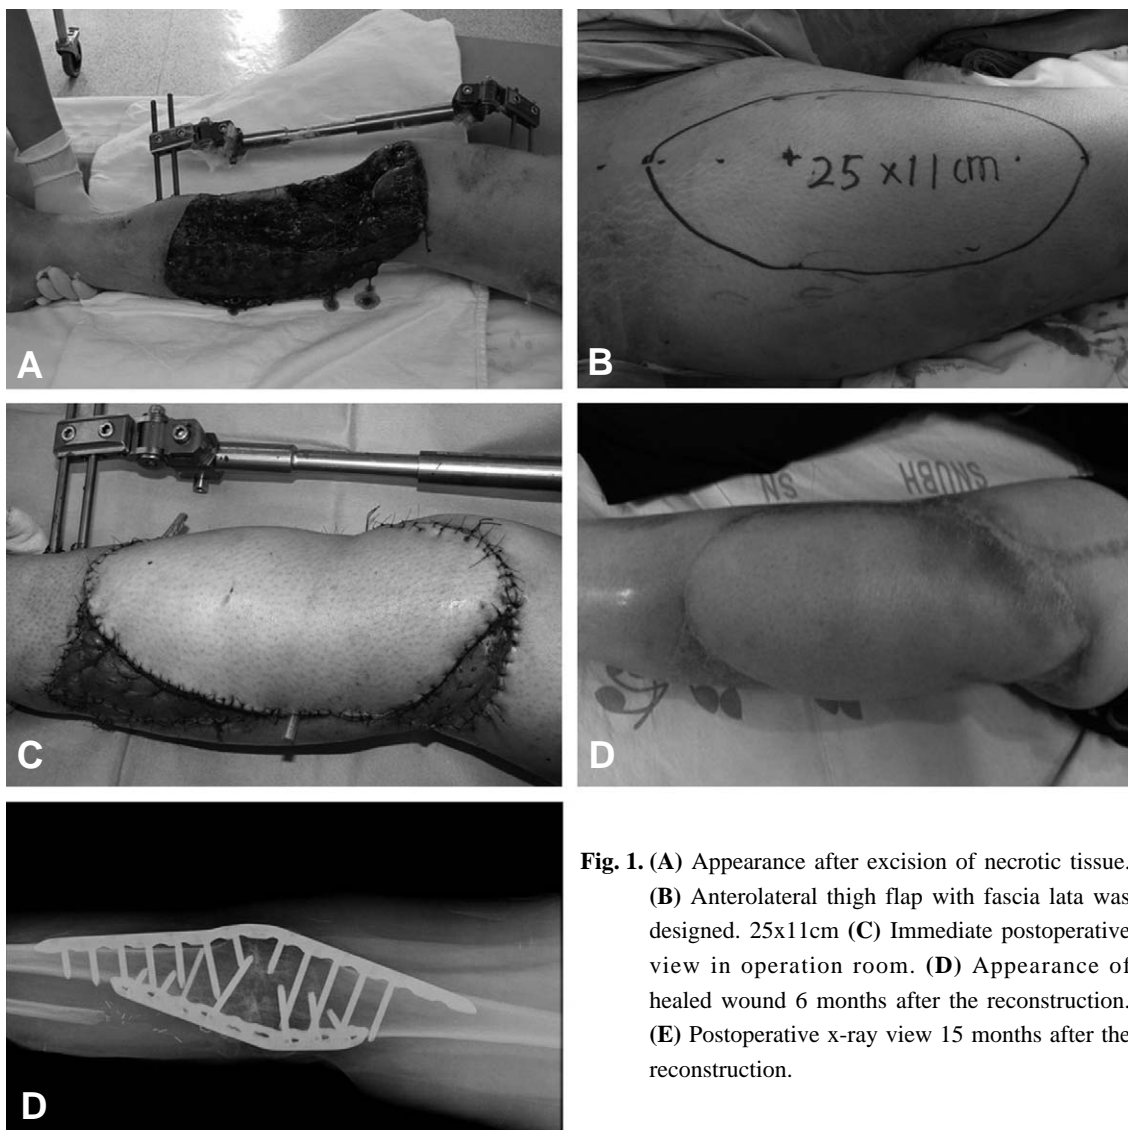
(A) Appearance after excision of necrotic tissue. (B) Anterolateral thigh flap with fascia lata was designed. 25x11cm (C) Immediate postoperative view in operation room. (D) Appearance of healed wound 6 months after the reconstruction. (E) Postoperative x-ray view 15 months after the reconstruction.
